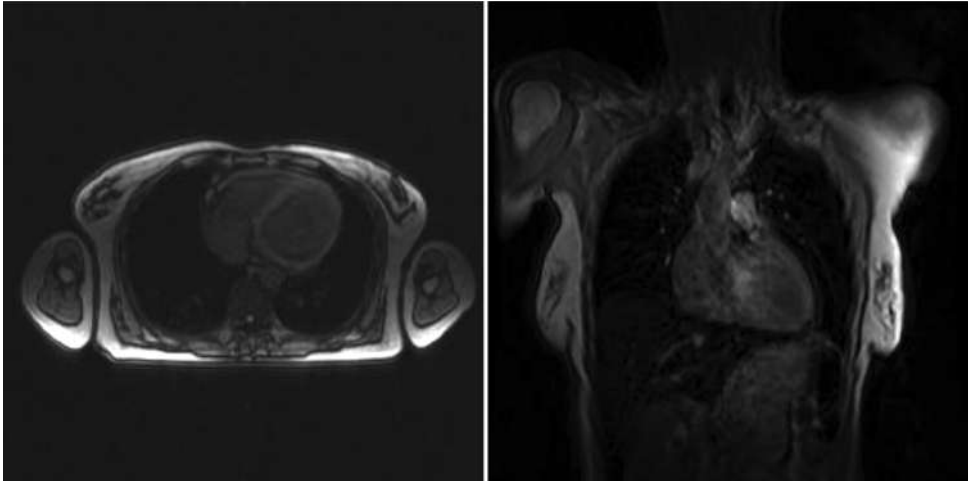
MRI of the heart of the patient in two projections
